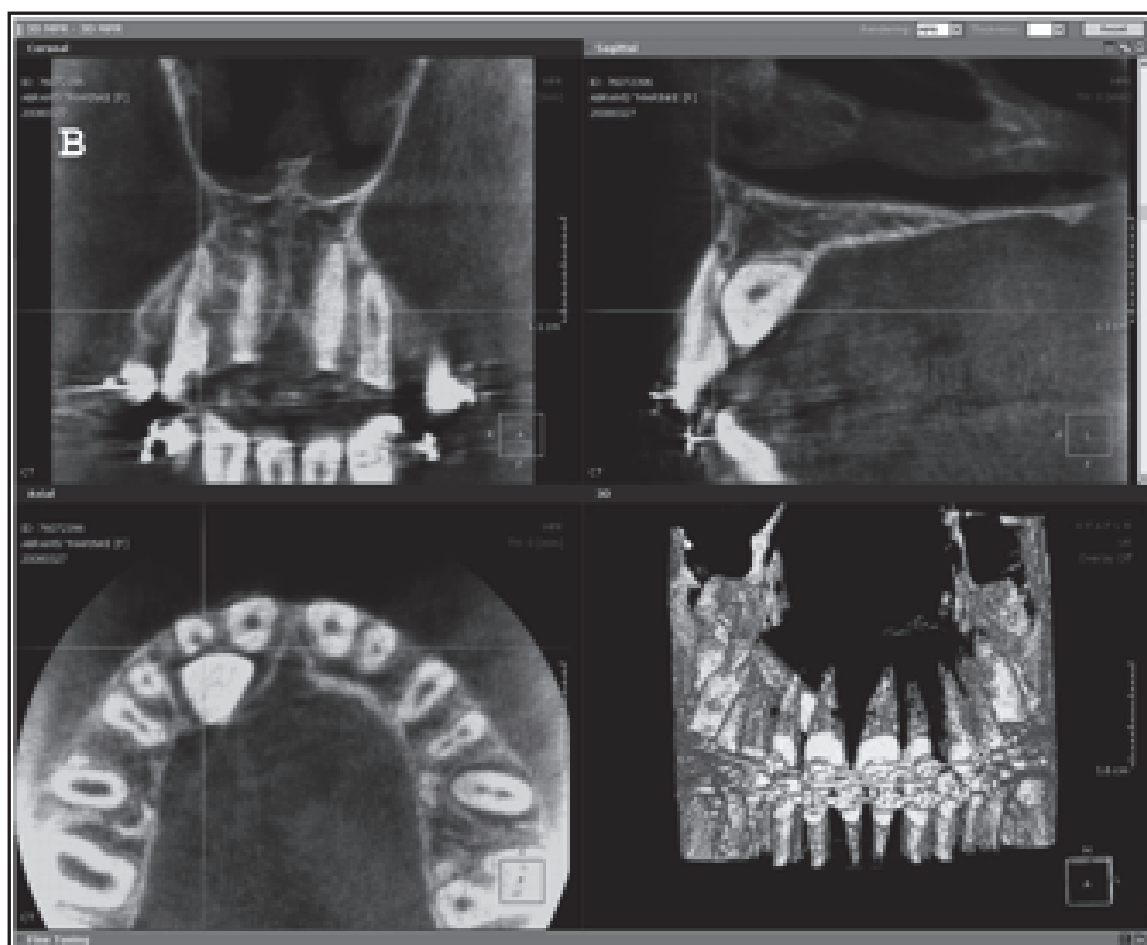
Cone Beam® montrant la résorption radiculaire des dent n°12 et 13 (Algerban, 2011)
